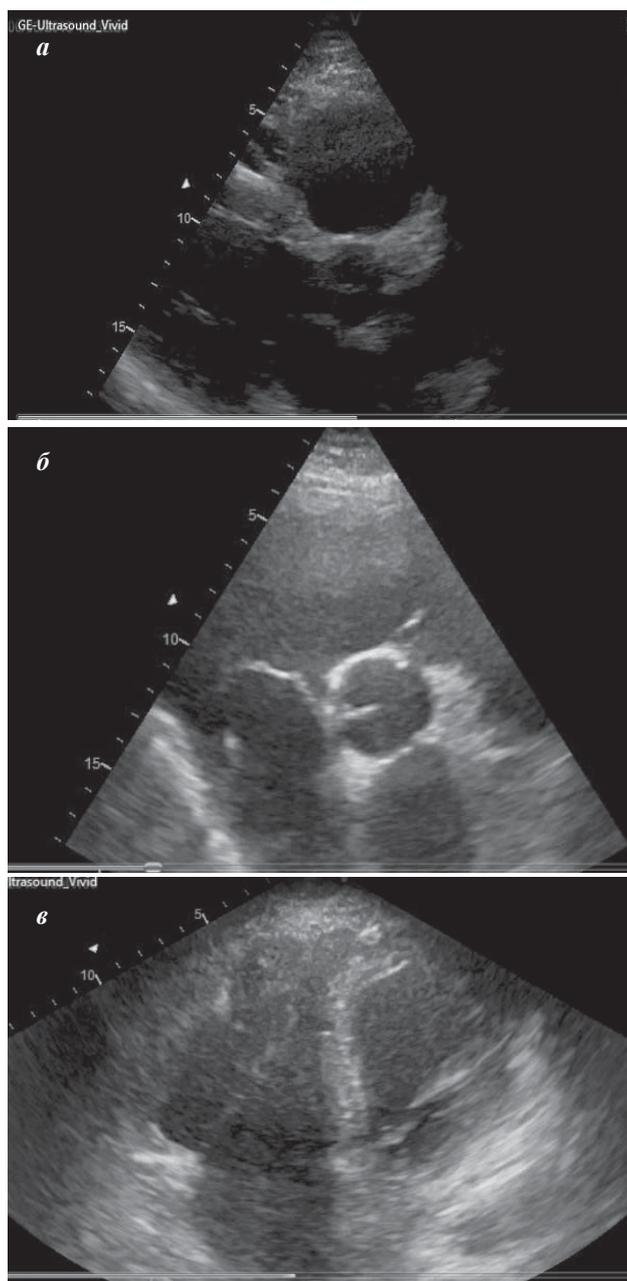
Эхокардиография: а - парастеральная позиция, длинная ось, б - парастеральная позиция, короткая ось, в - апикальное четырехкамерное сечение. Объяснения в тексте.
